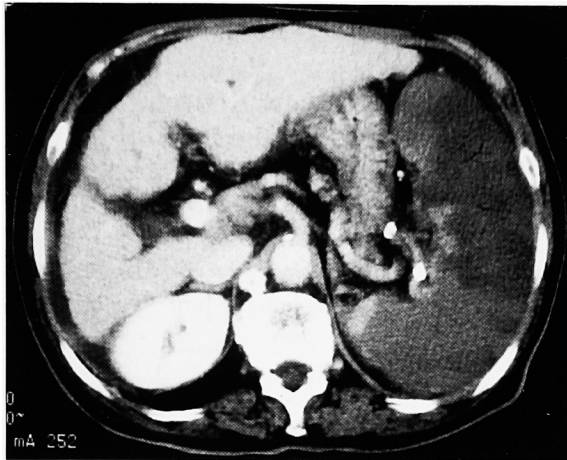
Enhanced CT three days after partial splenic embolization showed 80% infarction of the spleen.
